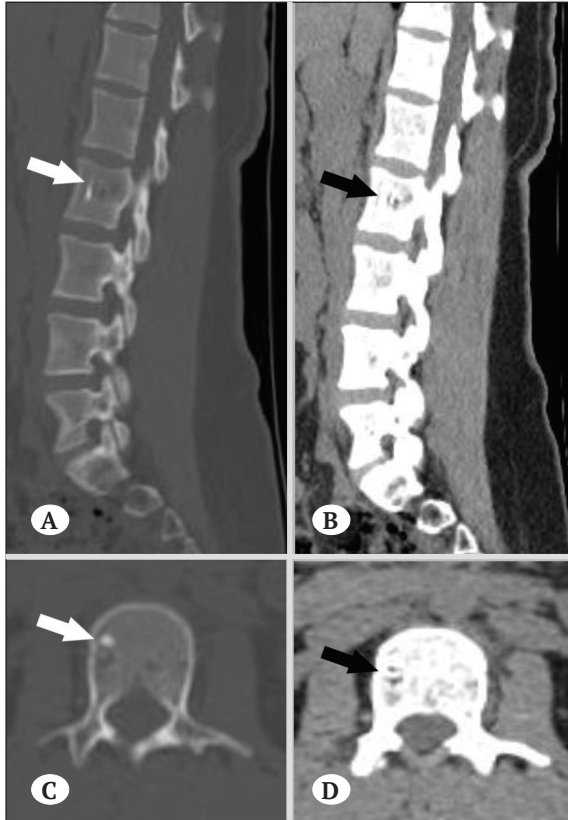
T12 vertebra seviyesinde tipik hemangioma, lomber CT imajları. A) Sagittal plan, B) Aksiyel plan.
